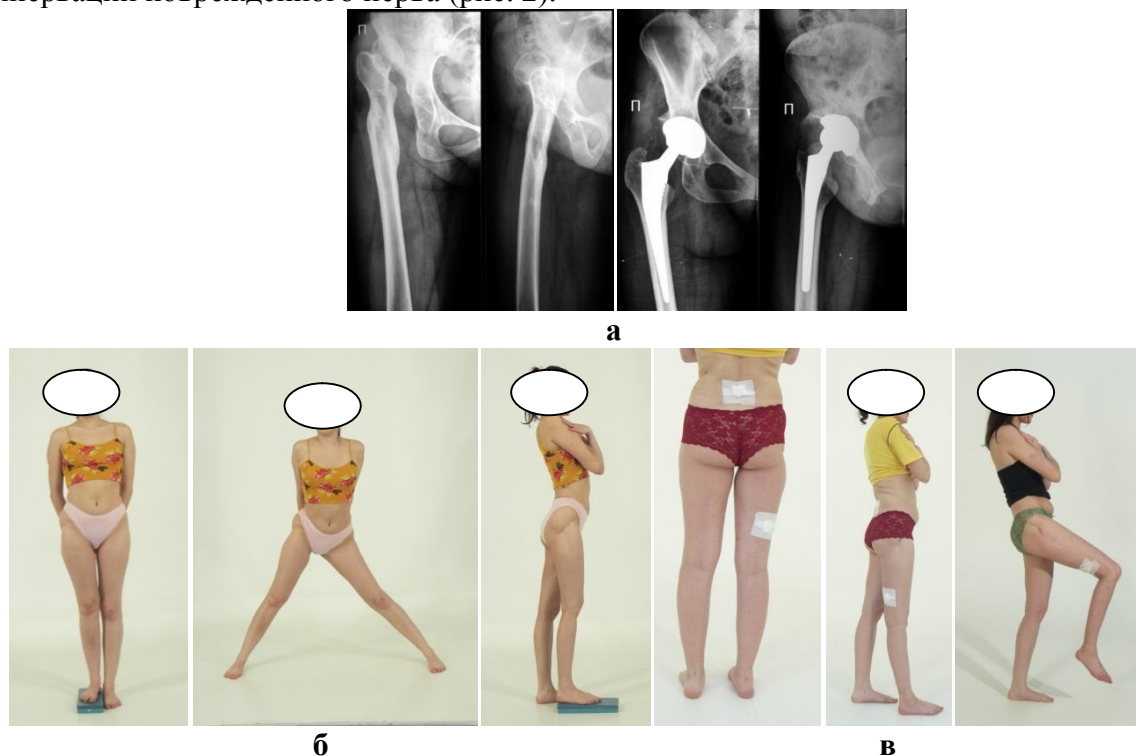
а - рентгенограммы до и после эндопротезирования правого тазобедренного сустава, б - фото больной до оперативного вмешательства, в – фото пациентки в период комбинированной электростимуляции.
